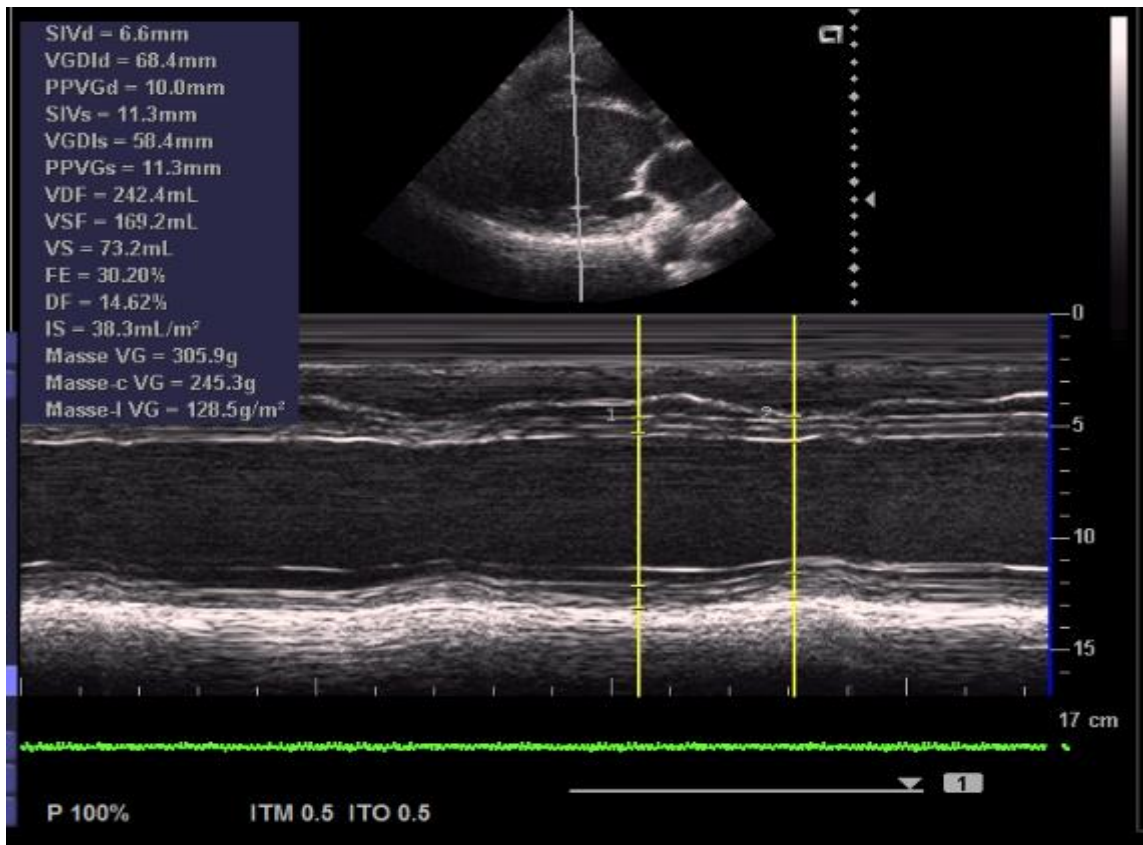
Cardiomyopathie dilatée à l'échographie cardiaque [cardiologie CHU-KATI].
